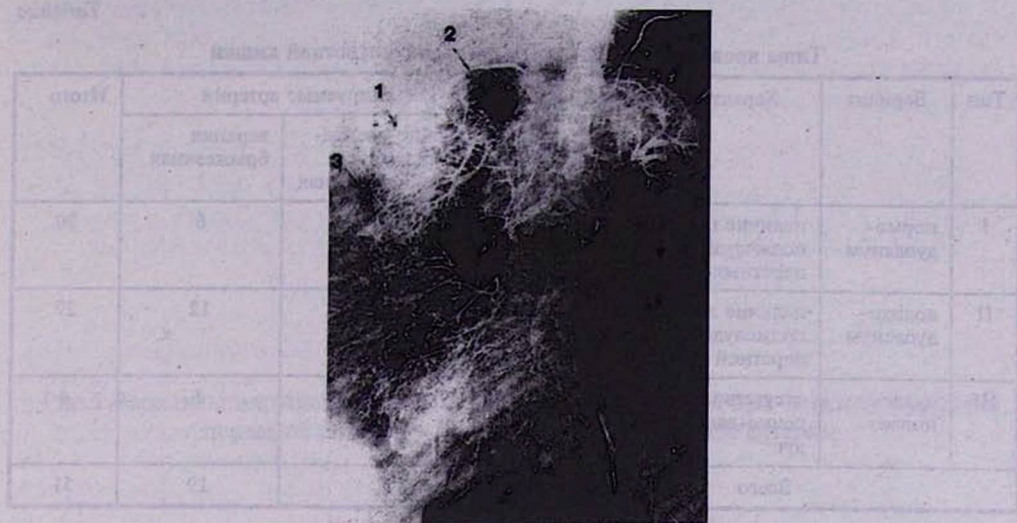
Рентгеноангиограмма культи ДПК после рассечения ее с последующим расправлением на препаровальном столике:
